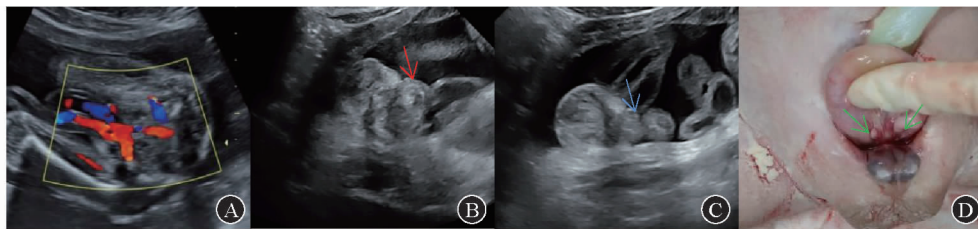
病例1 男性胎儿膀胱外翻产前超声图及引产后大体标本图
